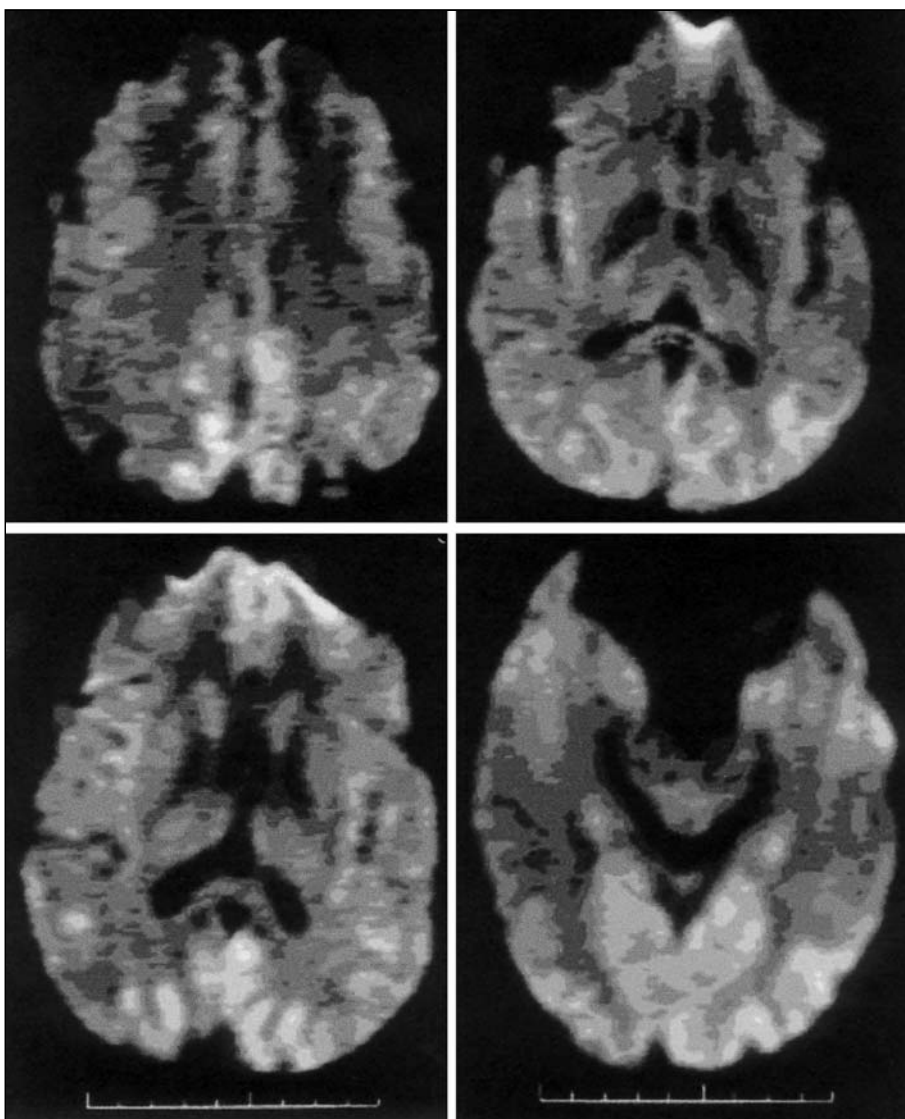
Presença de hipersinal cortical occipital bilateral, principalmente à esquerda, sendo mais evidente e abrangendo maior extensão se comparado ao FLAIR.
